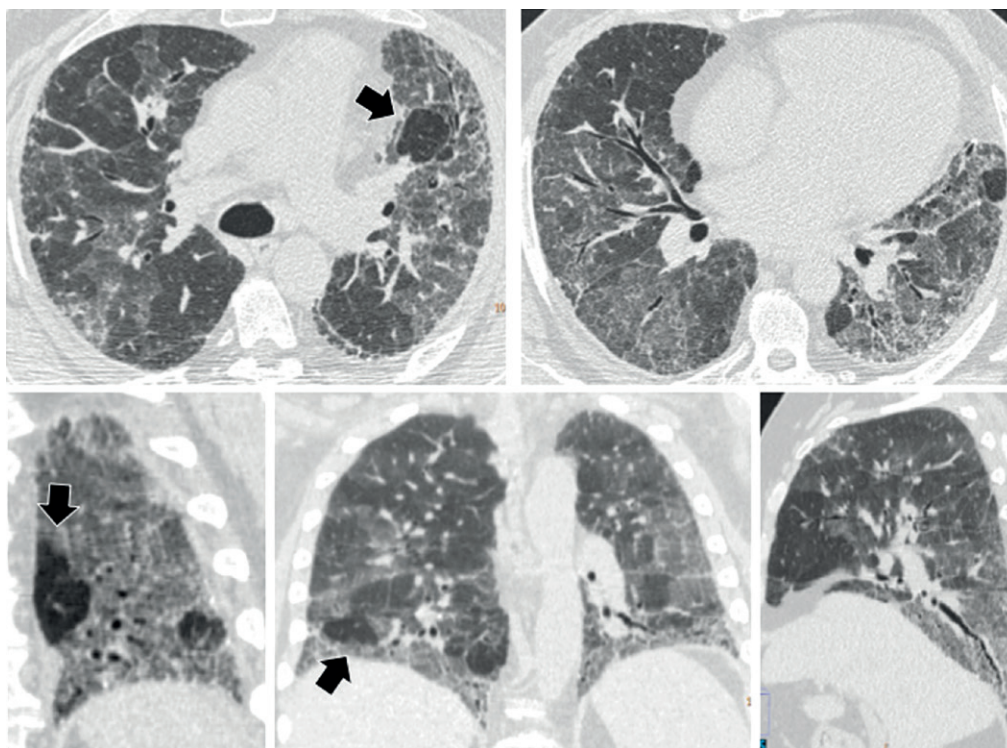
Achados da TC na PH fibrótica: atenuação em mosaico difusa, opacidades em vidro fosco, reticulações finas/intralobulares com bronquiectasias/bronquiolectasias de tração, envolvimento tanto da medular quanto da cortical pulmonar, sem gradiente ápico-basal (sem predomínio em lobos inferiores). Presença de áreas de aprisionamento aéreo localizado (setas), formando o sinal das três densidades.
